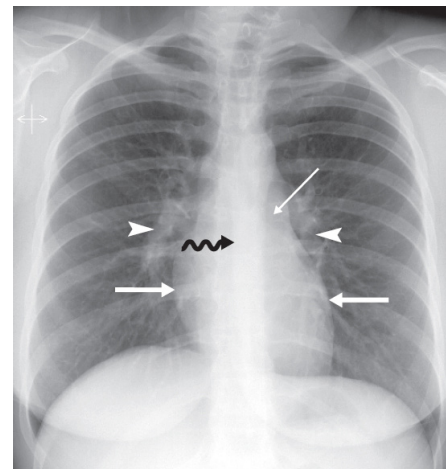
Erect PA Chest Radiograph. The pulmonary arteries (arrowheads) are seen in the lung because the vessels are outlined by air in alveoli. Both cardiac border (fat arrows) are crisply defined by adjacent air-filled lung. The left main bronchus (skinny arrow) is seen because its air-filled lumen is surrounded by soft tissue of the mediastinum. The azygosoesophageal recess (squiggly arrow) is well defined by air-filled lung of the right lower lobe.
